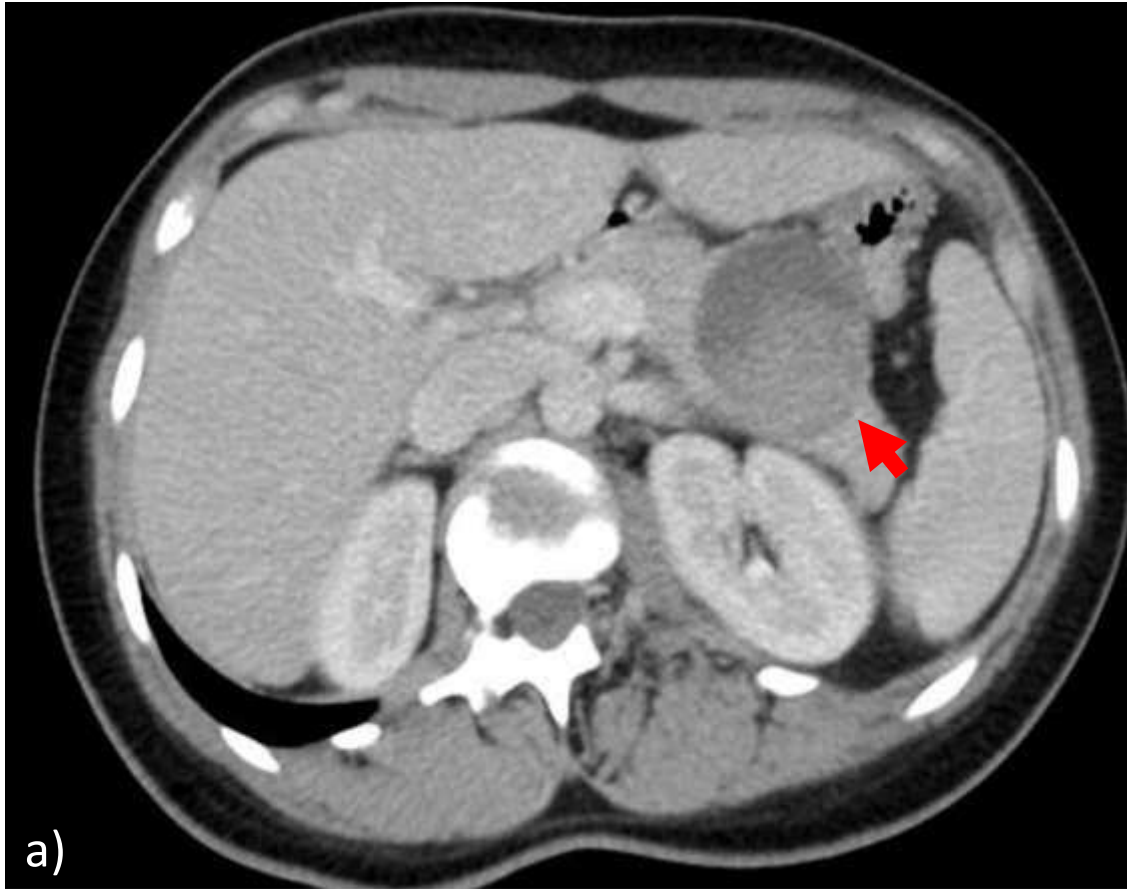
Patrón radiológico mixto. Lesión de aspecto sólido-quística con áreas hipodensas en TC (a) e hipointensas en T2 con supresión grasa (c) , compatibles con necrosis y degeneración hemorrágica.
